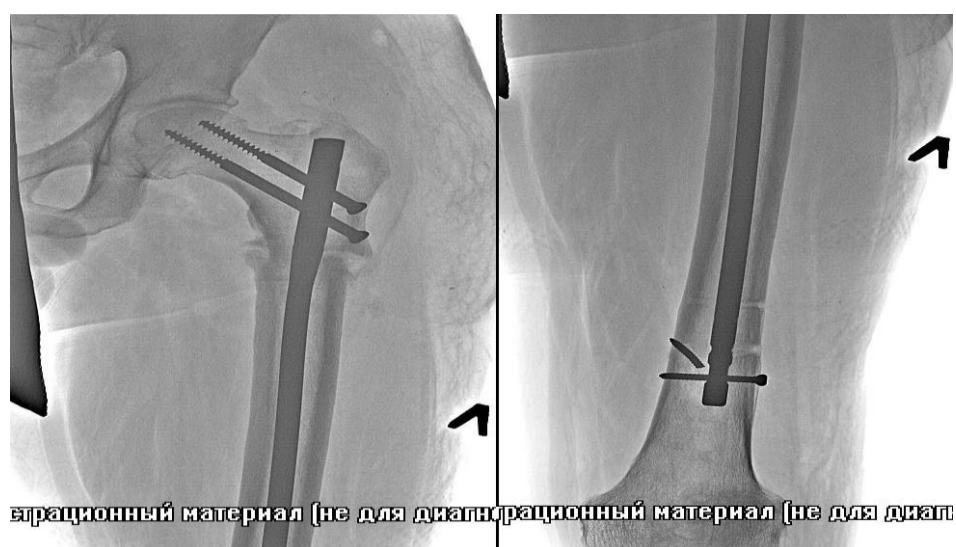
Рентгенограммы пациента С.: повторный интрамедуллярный остеосинтез
